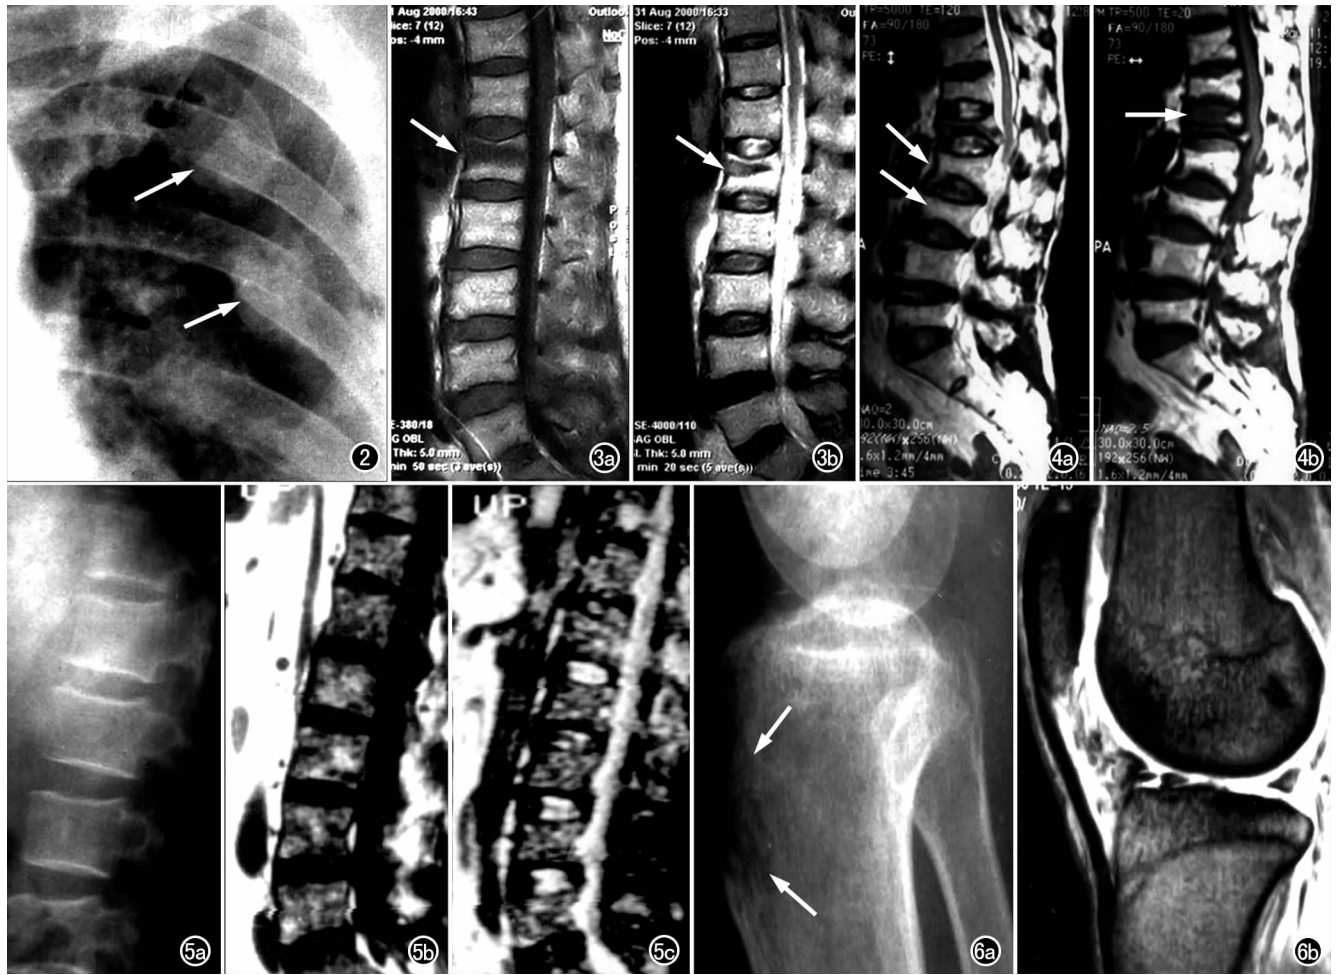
Cushing 综合征, 骨质疏松, 肋骨骨折伴绵团样骨痂(箭)。图 3 L_1 椎体急性压缩骨折。a) MR T_1 WI 呈低信号(箭); b) T_2 WI 示压缩的骨小梁呈低信号, 周围骨髓区呈高信号(箭)。图 4 老年性骨质疏松, 胸腰椎椎体陈旧性压缩骨折。a) MR T_1 WI; b) MR T_2 WI。MR 示骨髓信号无变化(箭), L_1 椎体骨硬化, T_1 WI、 T_2 WI 皆呈低信号(箭)。图 5 骨髓瘤病。a) X 线平片显示腰椎骨质疏松; b) MR T_1 WI; c) MR T_2 WI 上呈黑白点样改变。图 6 类固醇激素局部注射治疗后。a) 平片示胫骨近端前部骨质疏松, 似骨破坏(箭); b) MRI 上无异常, 进一步证实为局限骨质疏松。
